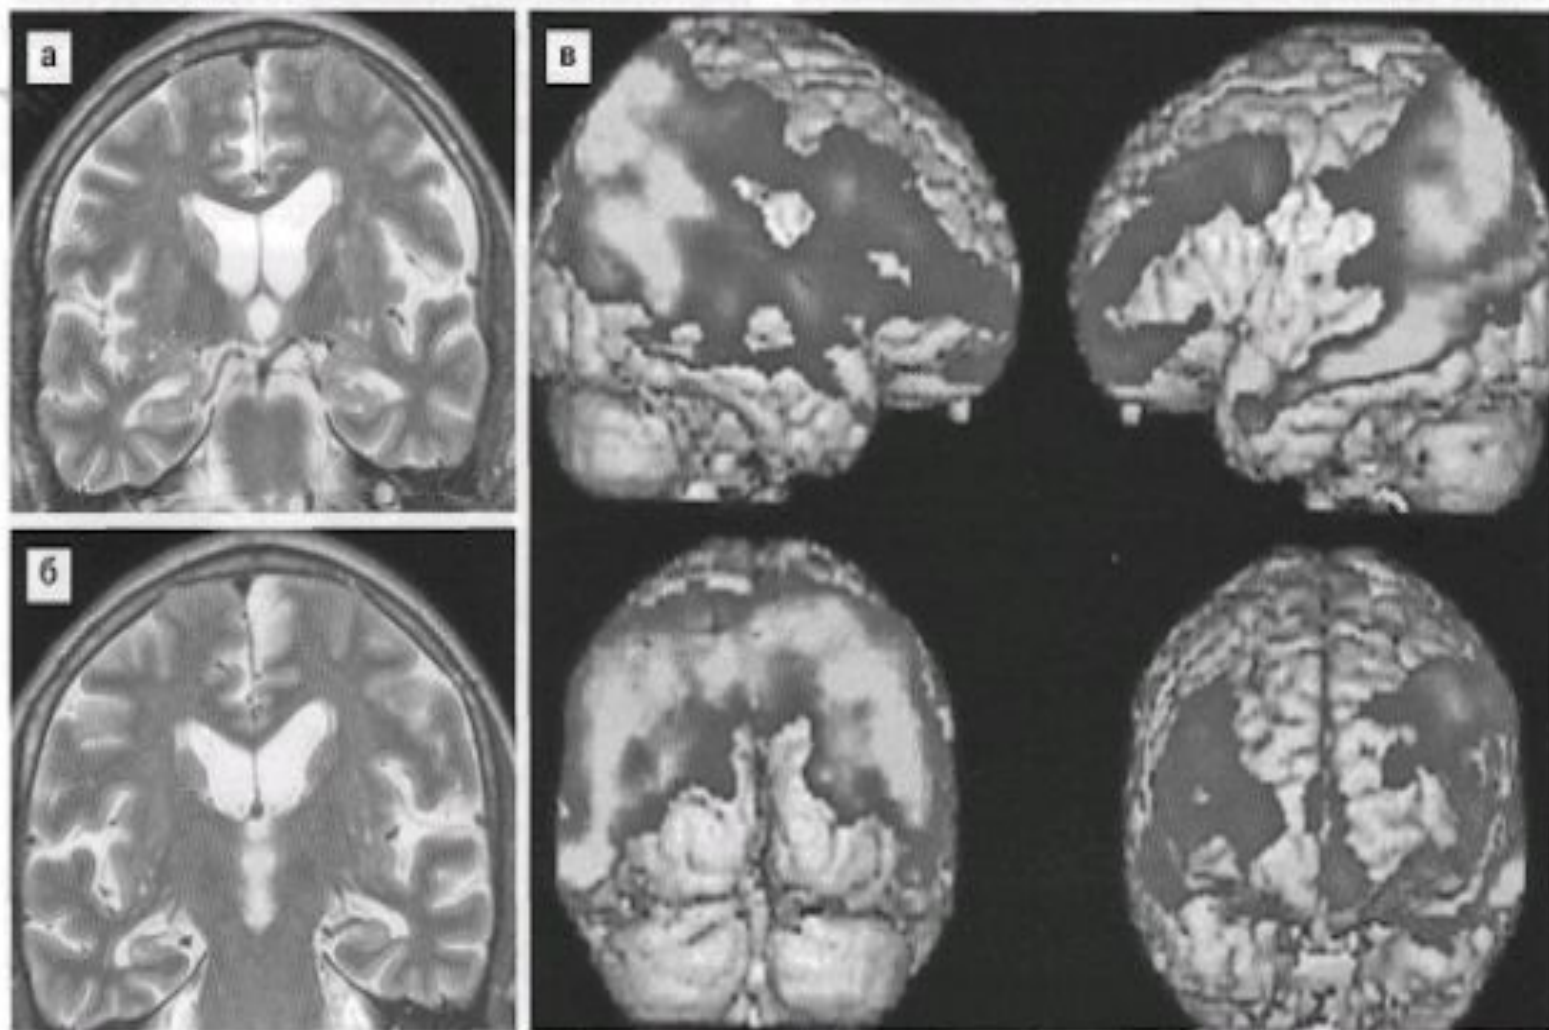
Болезнь Альцгеймера. Коронарные МРТ (а, б) в режиме Т2 на уровне крючков и тел гиппокампов — выраженная атрофия с истончением коры и белого вещества и расширением височных рогов и гиппокампаальных щелей. Перфузионная МРТ (в) с наложением данных на реконструированную 3D поверхность мозга. Выраженные области гипоперфузии в теменных и затылочных долях (в).
